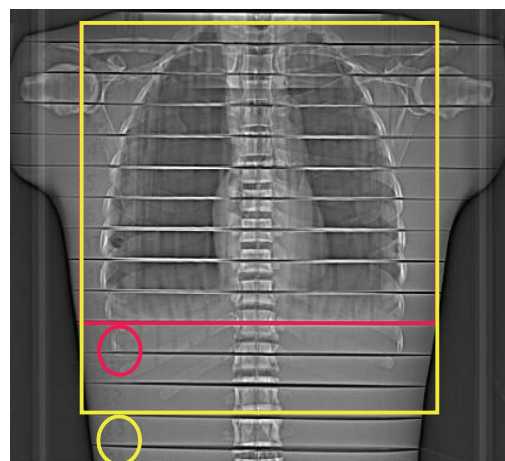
Topo scan range ① HRCT ② Chest.
